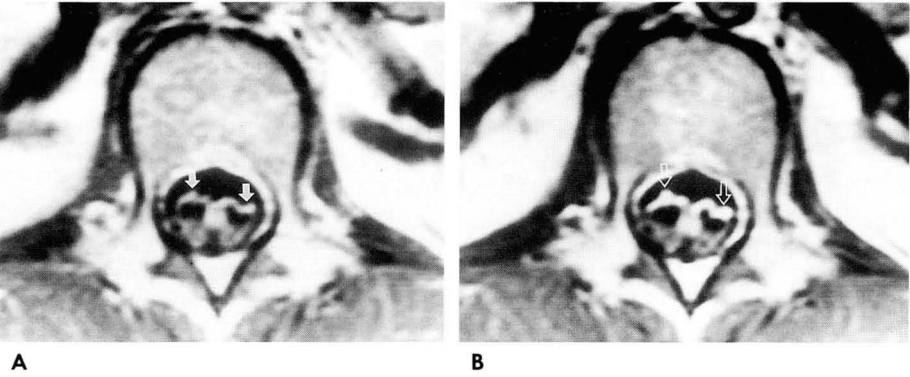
Case 5. Initial enhanced T1-weighted axial image at L1 level (A) shows strong enhancement of thickened anterior nerve roots (blank arrows). The follow-up enhanced T1-weighted axial image obtained 50 days later (B) shows diminished enhancement and thickening of anterior nerve roots (white arrows).
